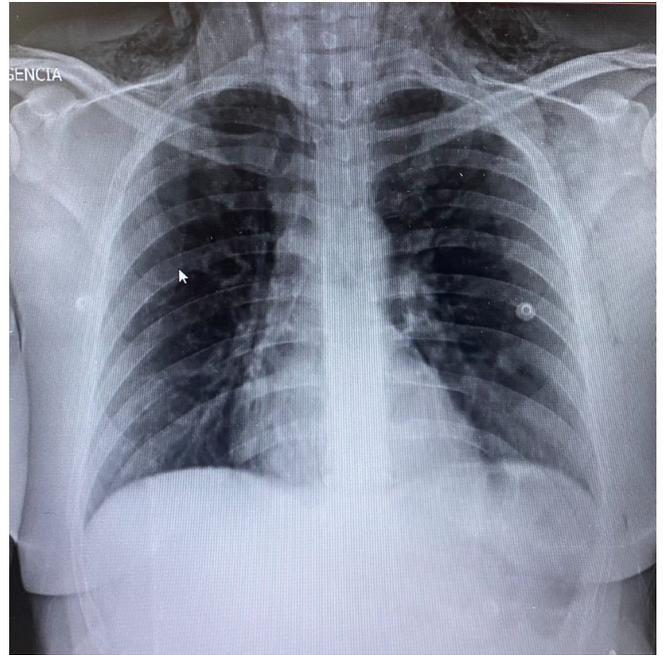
Radiografia de tórax com evidência de pneumomediastino e enfisema subcutâneo.
